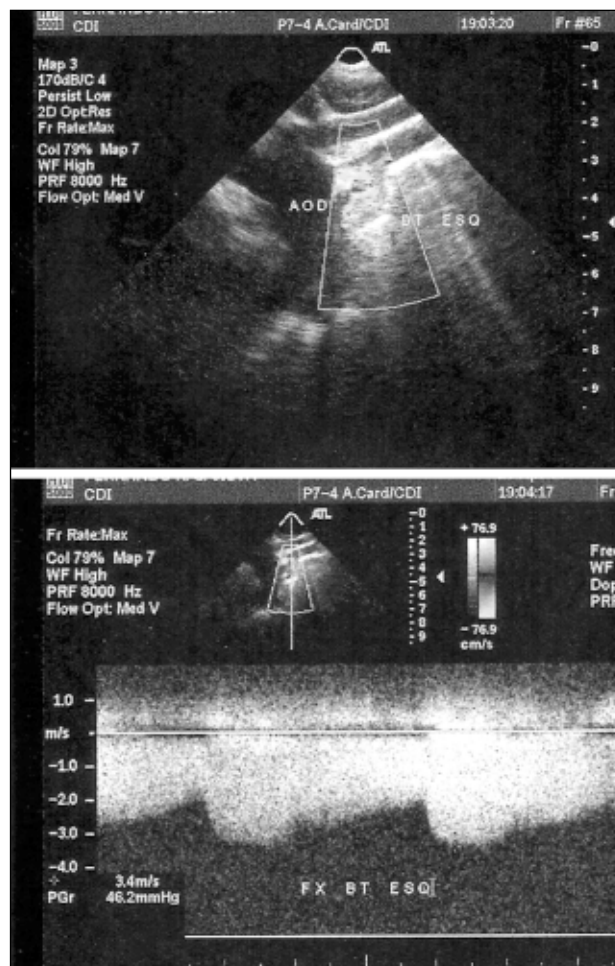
Imagem ecocardiográfica em pós-operatório tardio demonstrada ao Doppler colorido e contínuo, fluxo pelo Blalock-Taussig.
